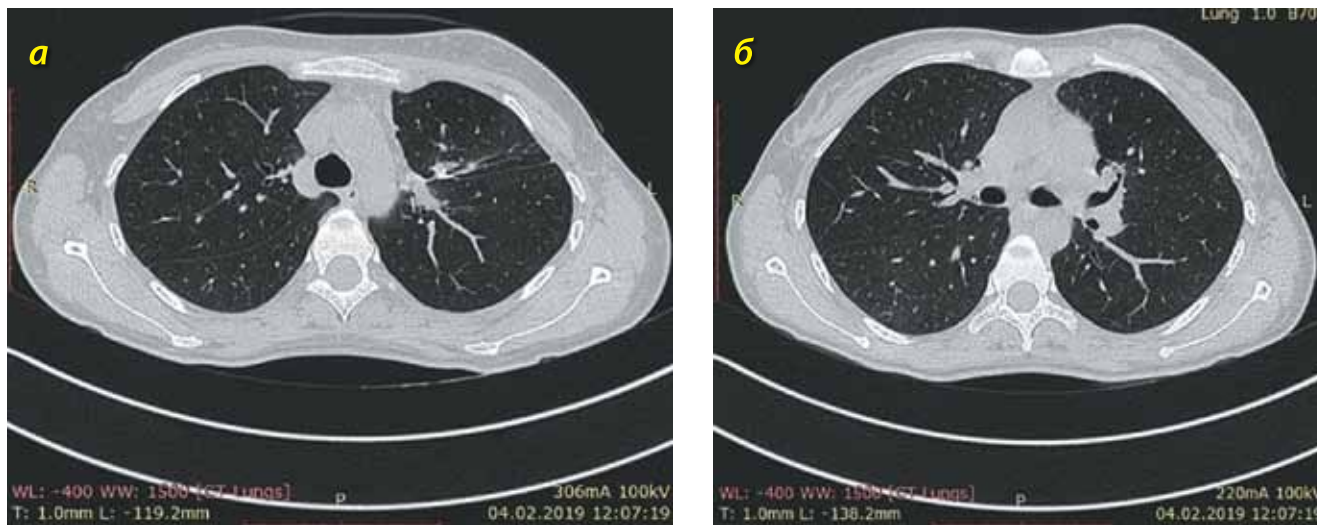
КТ органов грудной клетки пациентки от 04.02.2019 г. (пояснения в тексте)
